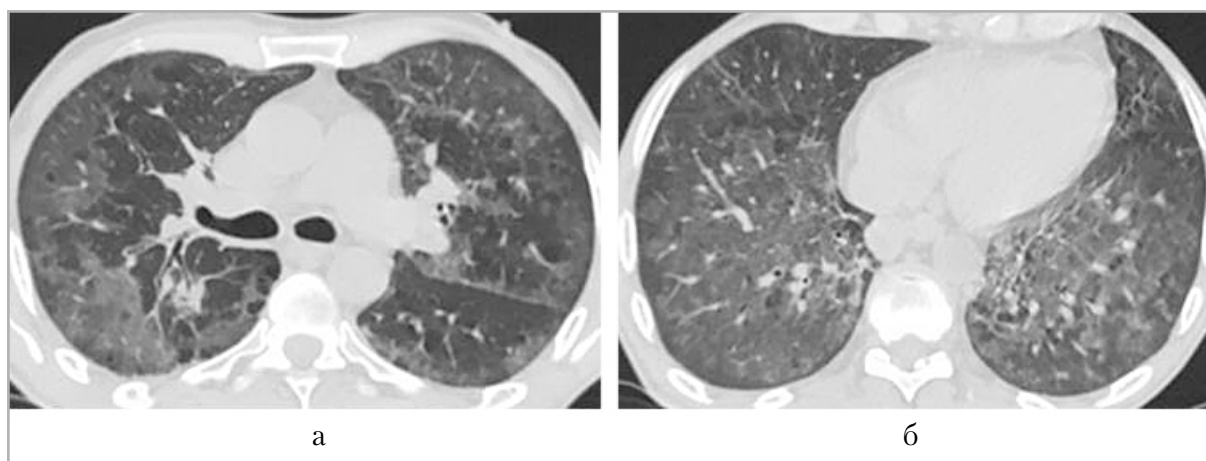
МСКТ при повторном поступлении — рецидив вирусной пневмонии в виде обширных сливных зон матового стекла: скан на уровне бифуркации трахеи (а) и скан на уровне базальных сегментов (б)
